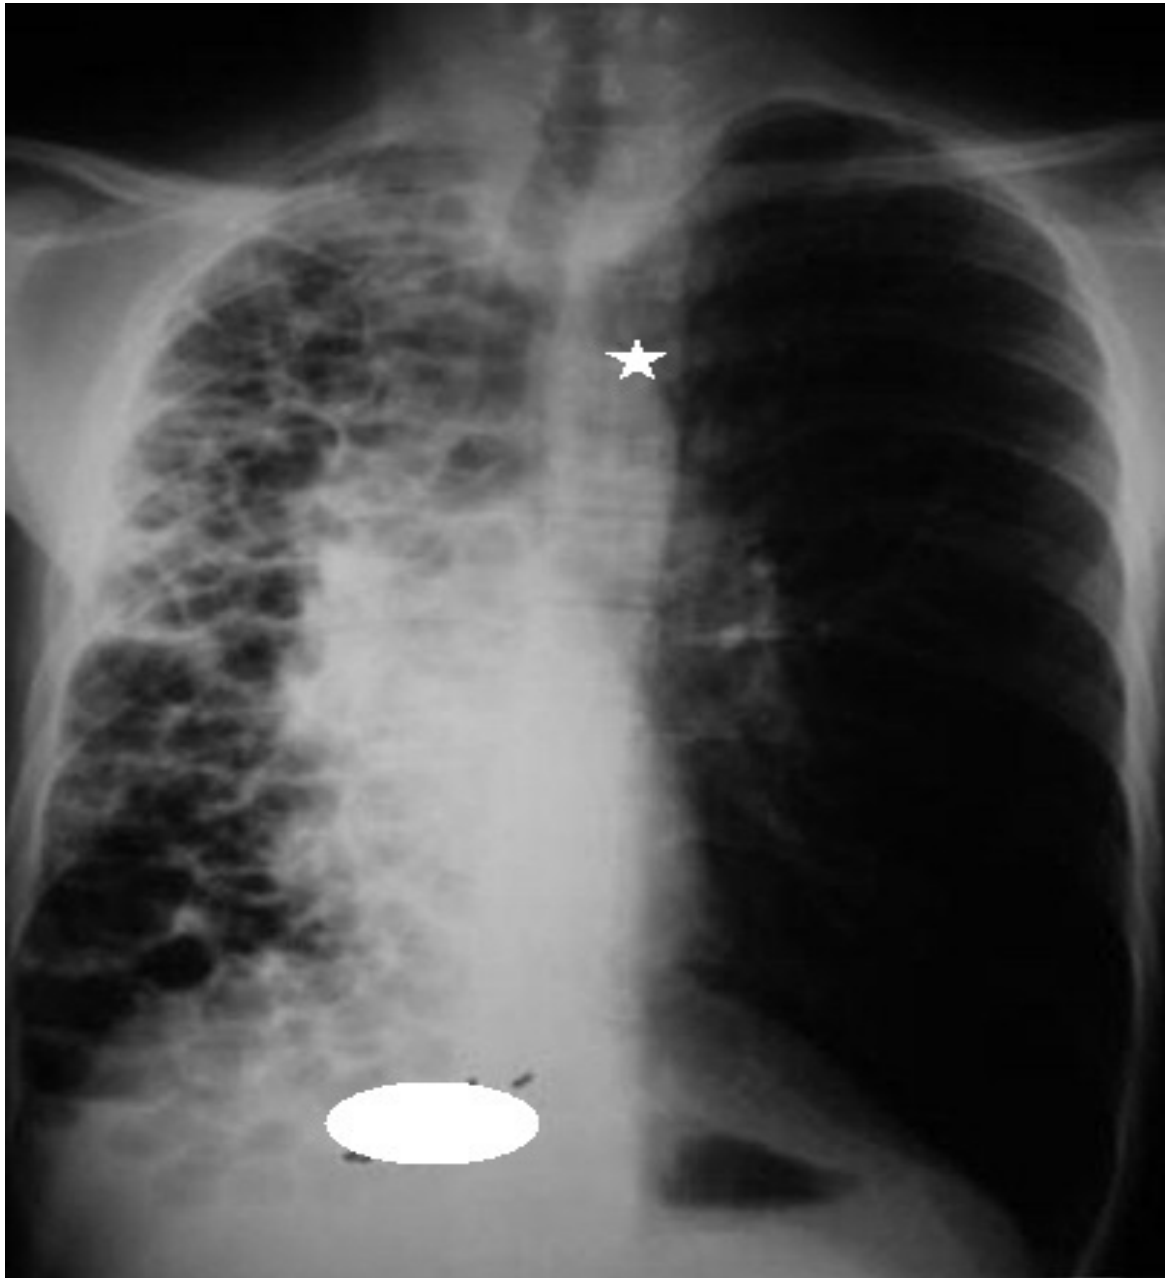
radiographie thoracique montrant un poumon droit détruit sous forme de multiples lésions kystiques avec signes de rétraction de l'hémithorax et hernie pulmonaire compensatrice controlatérale (étoile) [17]
